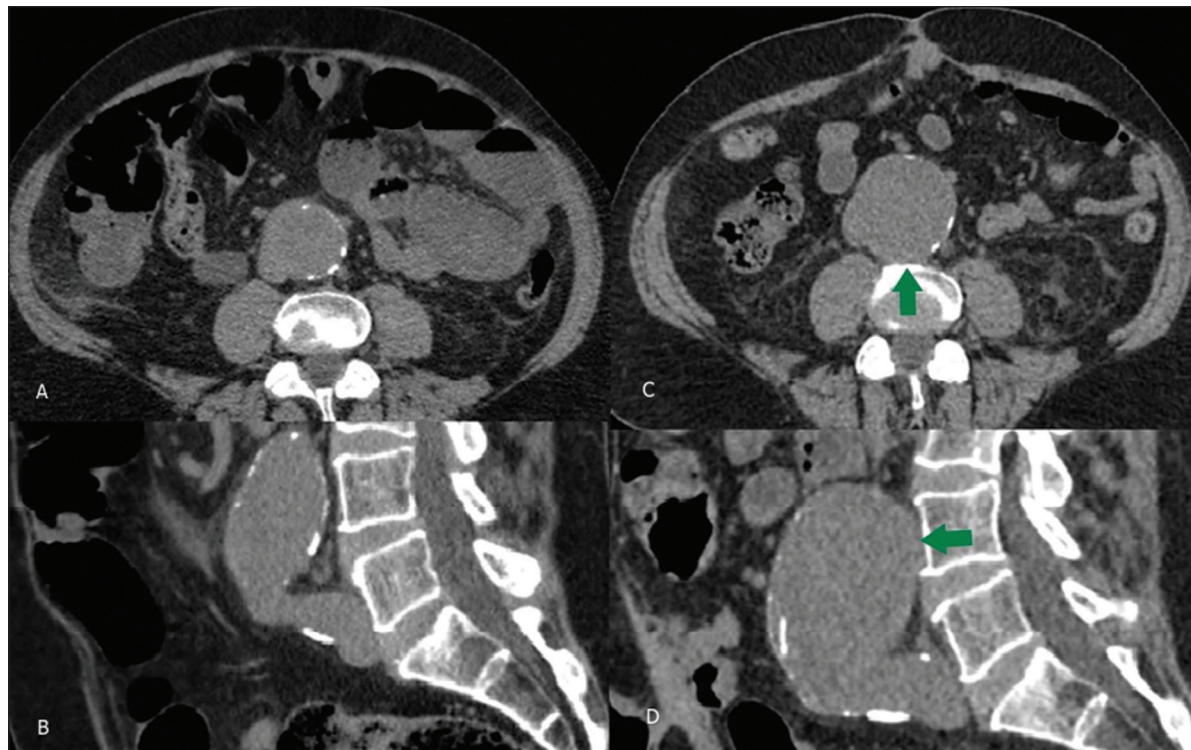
Paciente do sexo masculino, 62 anos, evoluindo de 2013 (A,B) a 2015 (C,D) com aumento do diâmetro aneurismático e perda da definição da parede posterior da aorta, configurando o sinal da aorta coberta ou drapeada (setas). Tomografia computadorizada não contrastada em cortes axiais (A,C) e reconstruções em sagital (B,D).
